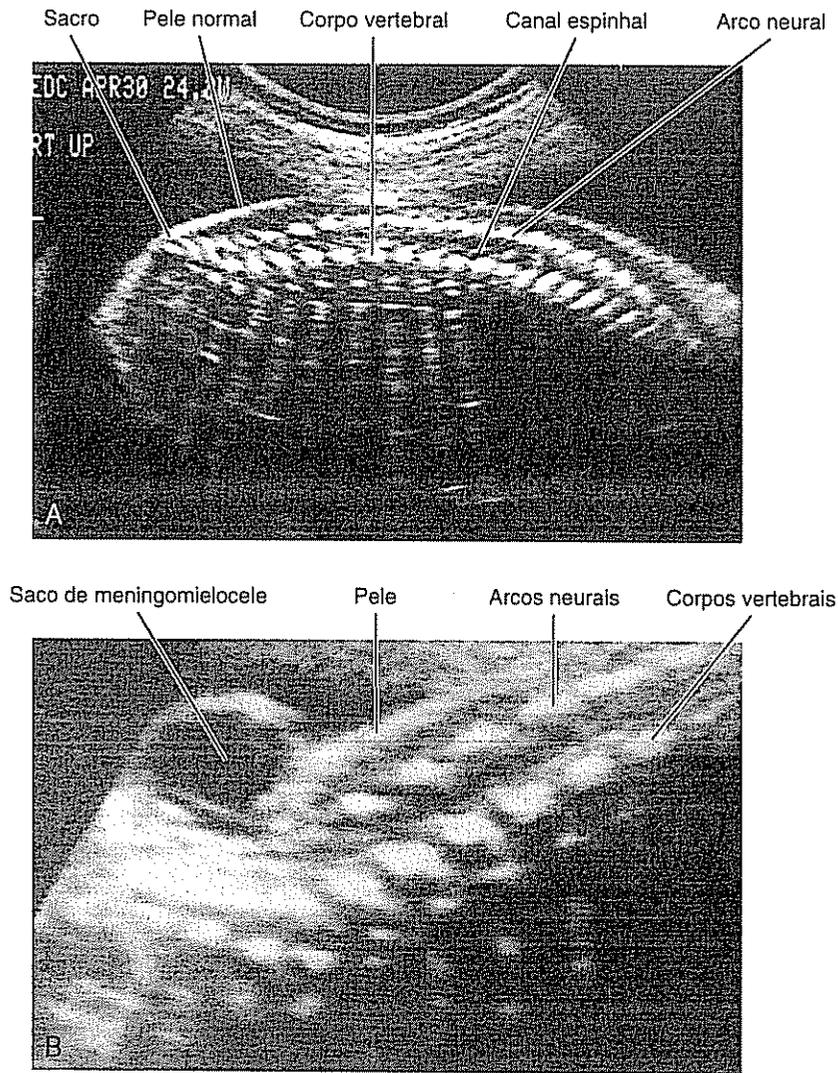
Ultra-sonografias do canal espinhal e tubo neural de um feto normal com 24 semanas de gestação (A) e um feto com defeito de tubo neural (B). A imagem em A é uma visão longitudinal da linha média, com o sacro à esquerda e a coluna torácica à direita. Notar as duas fileiras paralelas de eco branco que representam os arcos neurais. Também são mostrados os ecos dos corpos vertebrais e a pele intata de revestimento. A figura B mostra claramente o saco de meningocele em protrusão na pele. Compare com a Fig. 15.7 (Fotos por cortesia de A. Toi, Toronto General Hospital.)
